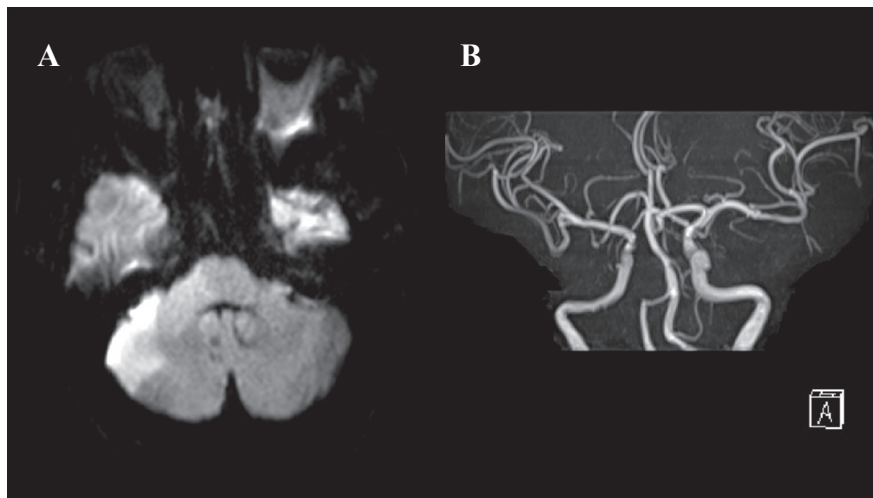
MRI and MRA at the time of emergency transport to our department. A: MR diffusion-weighted imaging showed a hyper intensity lesion in the anterior inferior cerebellar artery territory, including the right middle cerebellar peduncle. B: There was no right posterior inferior cerebellar artery or anterior inferior cerebellar artery.
